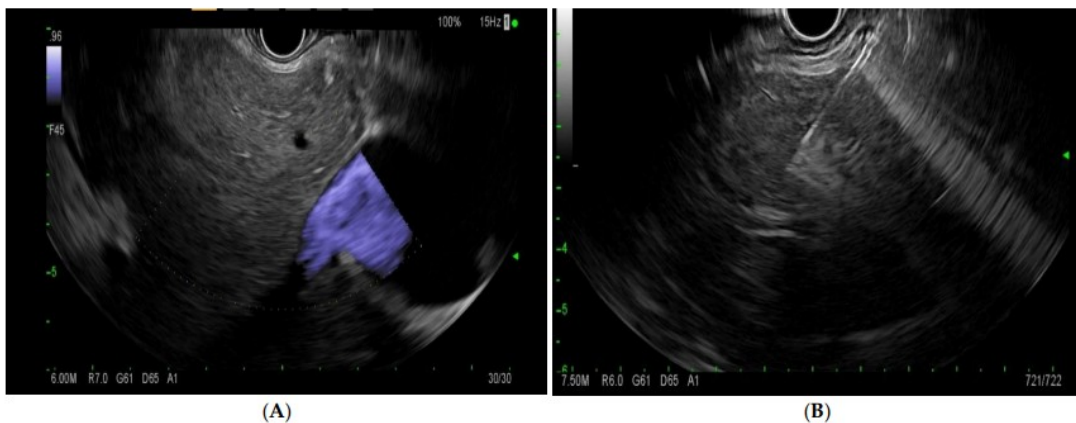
(A)—endoscopic ultrasound image of the liver with doppler. (B)—endoscopic-ultrasound-guided liver biopsy using a 19 G needle.
